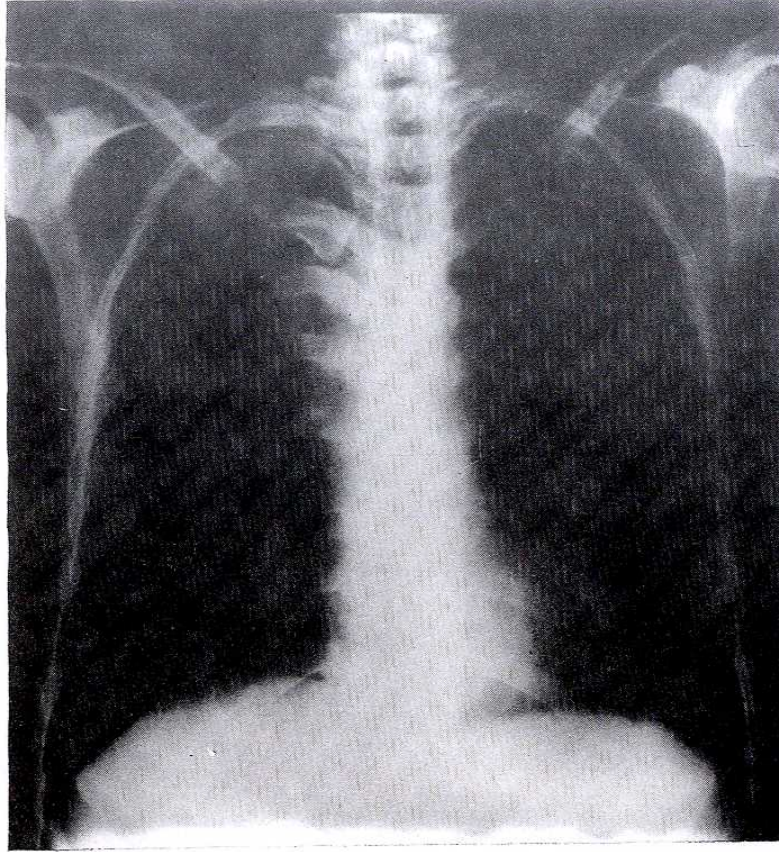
Akciğer grafisinde mediastinal genişleme ve yumuşak doku dansitesinde artış gözlenmektedir.
